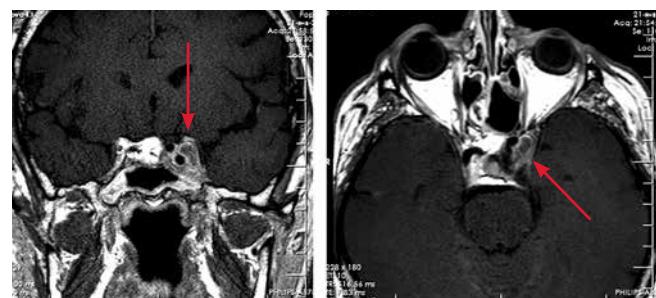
Магнитно-резонансные томограммы пациентки Б. через 2 года после лучевой терапии. Частичная кистозная трансформация опухоли (стрелки)
